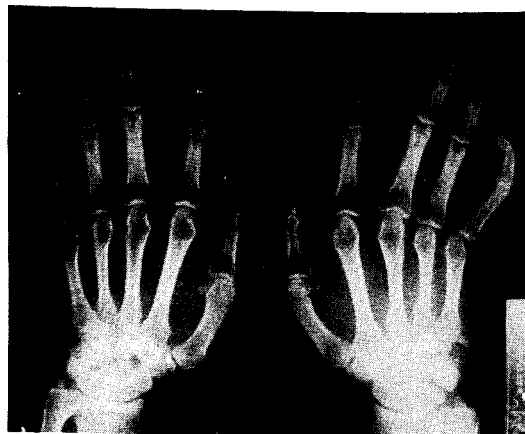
Both hand roentgenogram. Showing excessively long finger bones. Metacarpal Index was Rt: 8.95, Lt: 8.76(Normal < 8.0).
